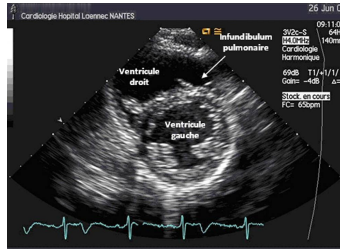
coupe parasternale petit axe en mode BD
